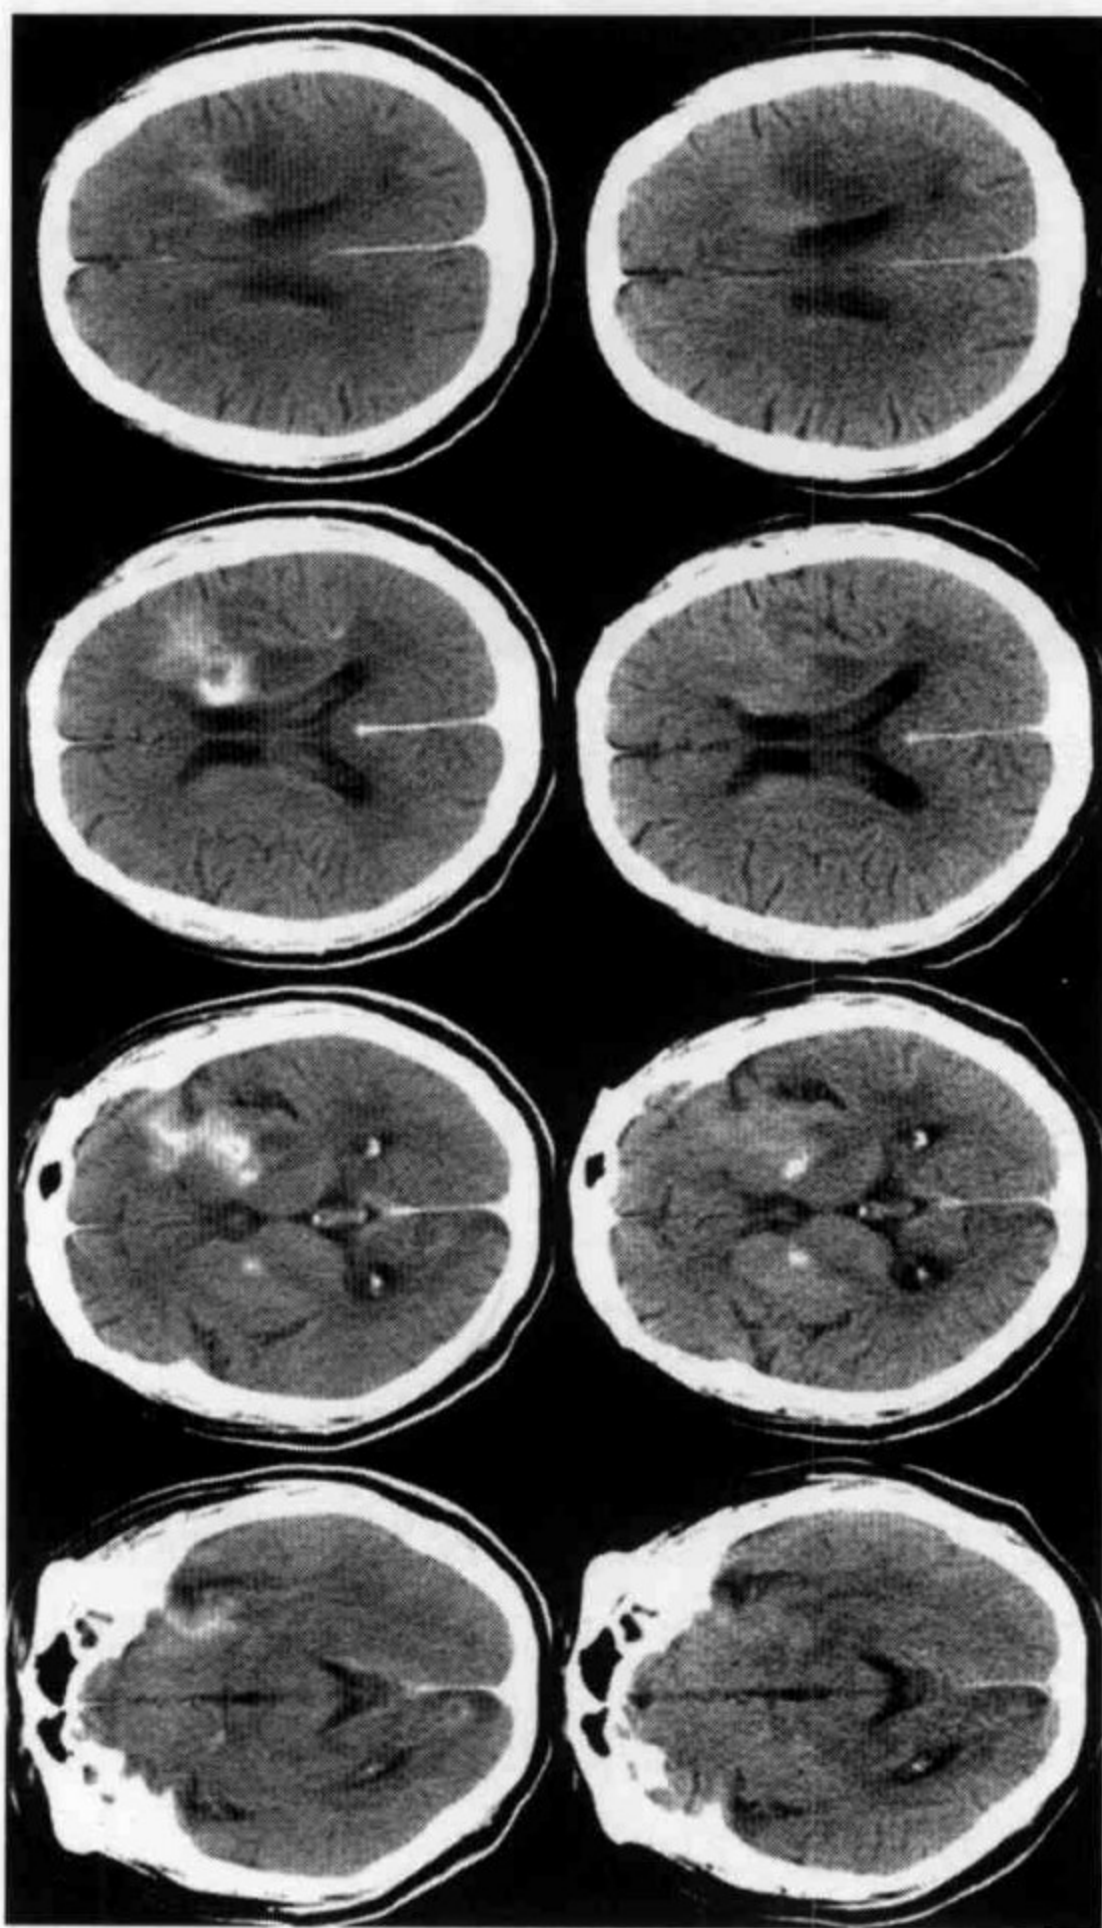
左侧颈内动脉支架置入术后 CT 平扫 II 型表现
